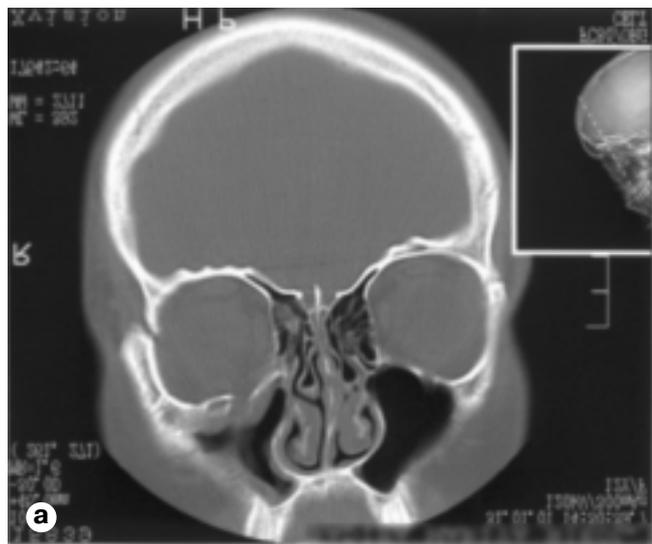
На КТ-граммах (а, б) черепа в коронарной проекции выявляется перелом наружной стенки глазницы, перелом дна глазницы со смещением, подслизистое кровоизлияние в верхнечелюстной пазухе.
